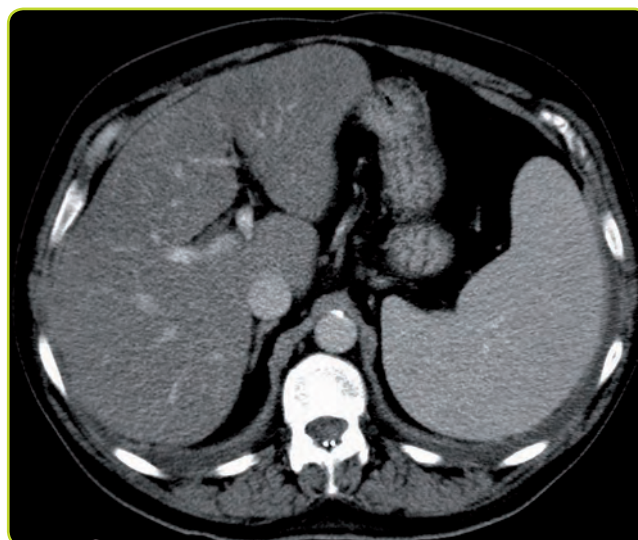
Esteatosis hepática difusa. En la TC sin contraste, el hígado es hipodenso respecto al bazo.
